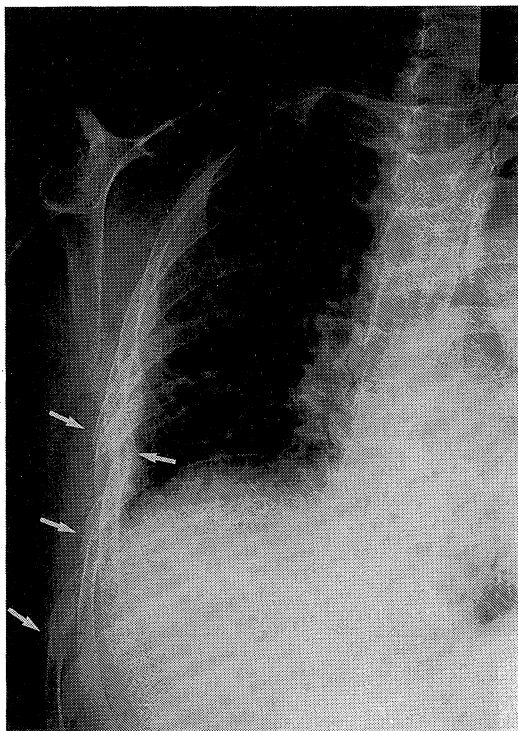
Rib roentgenography after extraction of thoracic drainage.
